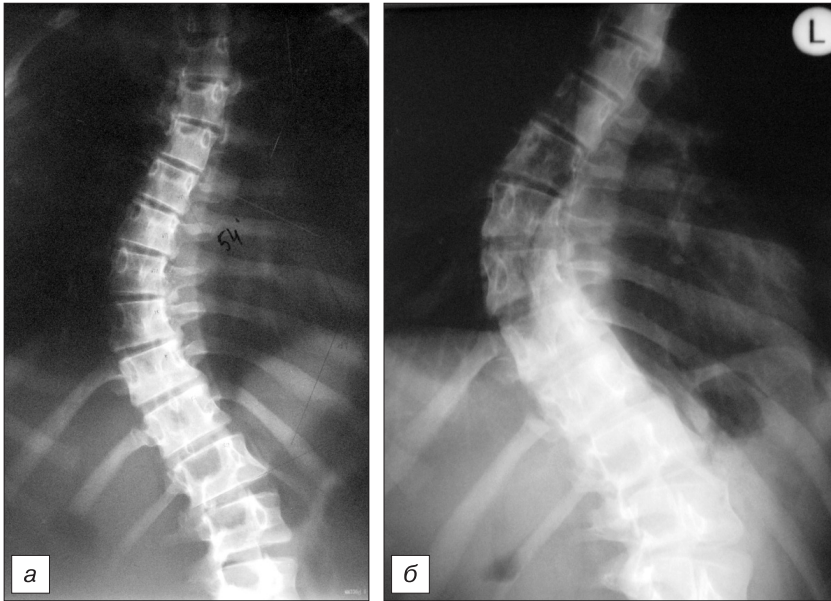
Рентгенограммы больной М., 14 лет, до мобилизации (а) и после мобилизации (б).
